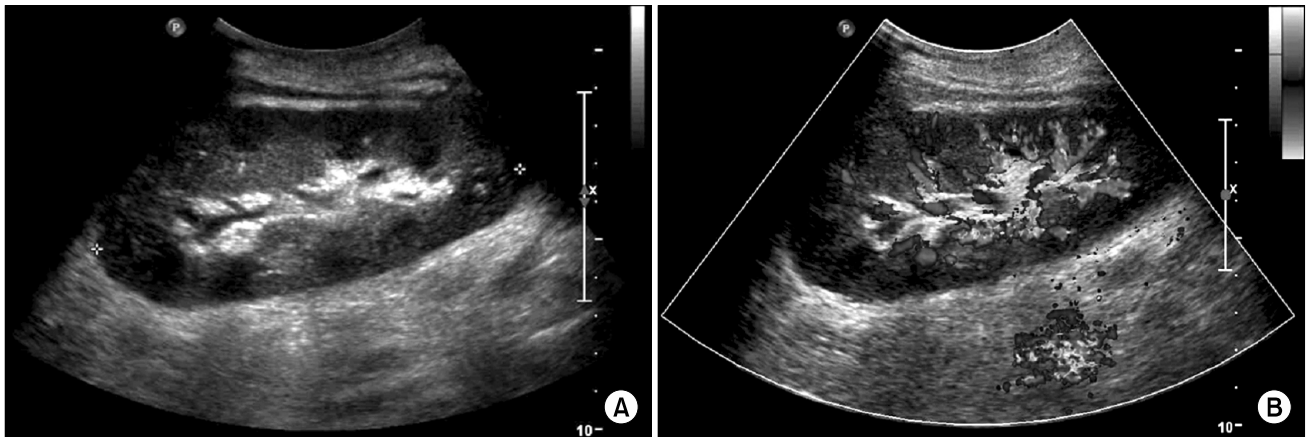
(A) Kidney ultrasonography: 9 weeks after kidney transplantation (KT), the graft kidney shows normal findings without hydronephrosis. (B) Color doppler kidney ultrasonography (USG): the graft kidney show normal blood flow.
